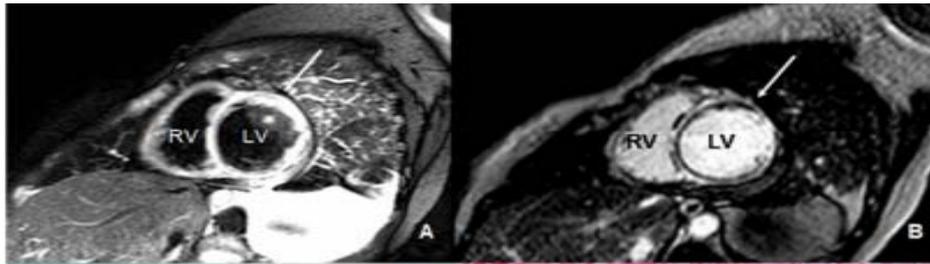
IRM cardiaque au cours de la CMPP
